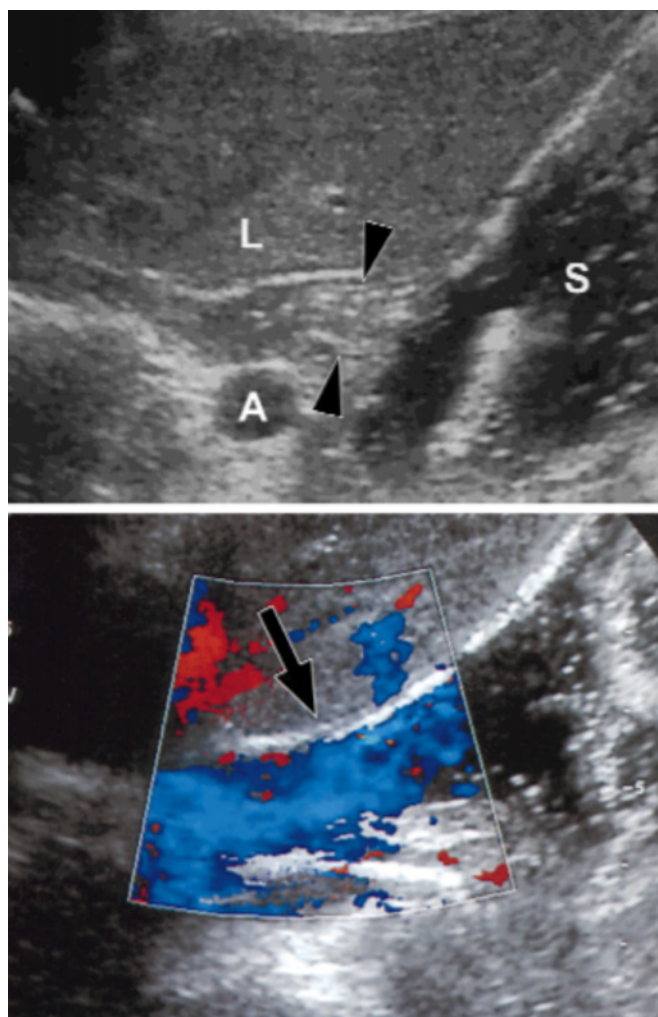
A - La ultrasonografía oblicua longitudinal del epigastrio muestra la unión gastroesofágica (puntas de flecha). B - El color azul en el estudio Doppler ilustra un episodio de reflujo (flecha) en la unión gastroesofágica. A = aorta, S = estómago, L = hígado<sup>25</sup>.
